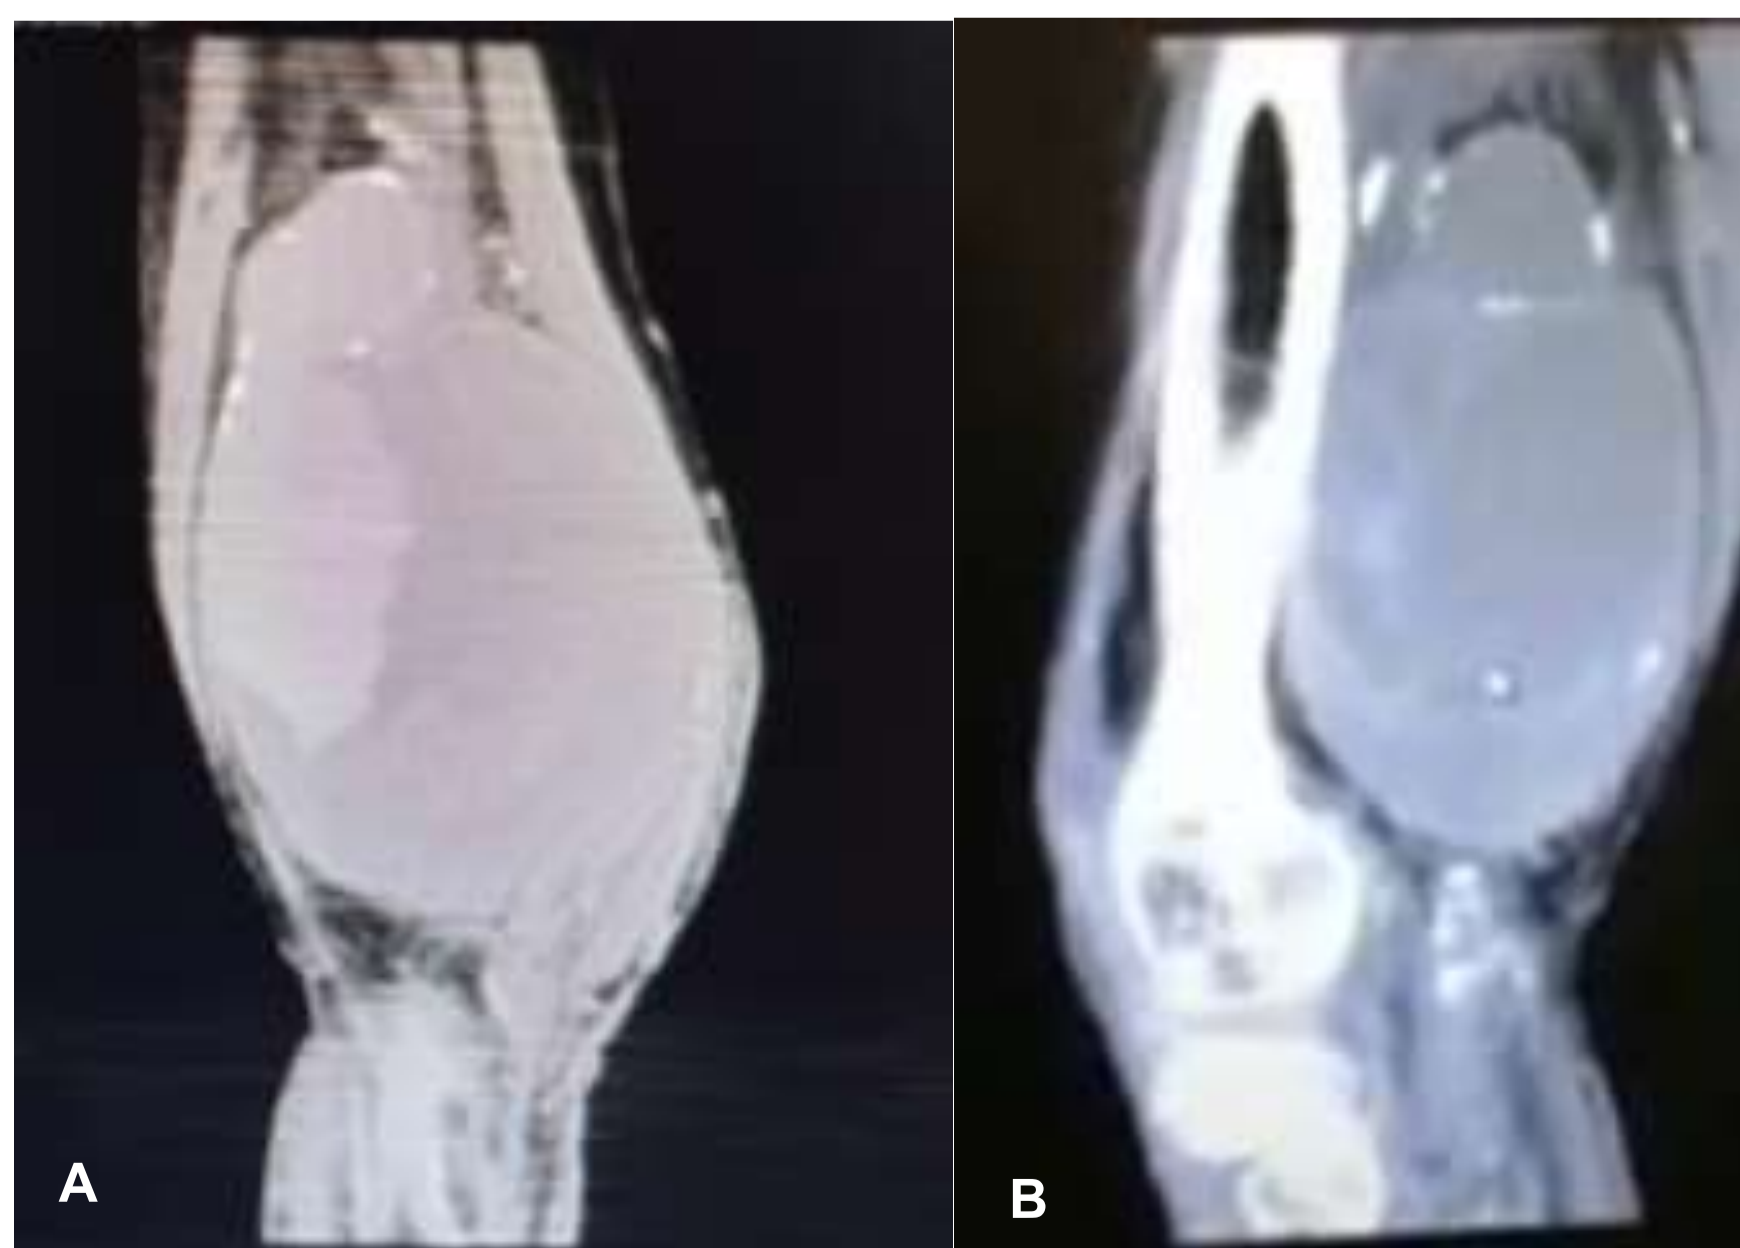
(A) Tomografía computarizada de Aneurisma de Arteria Poplítea derecha corte coronal, (B) Corte Sagital de Aneurisma de Arteria Poplítea de 106 x 134 x 81 mm
